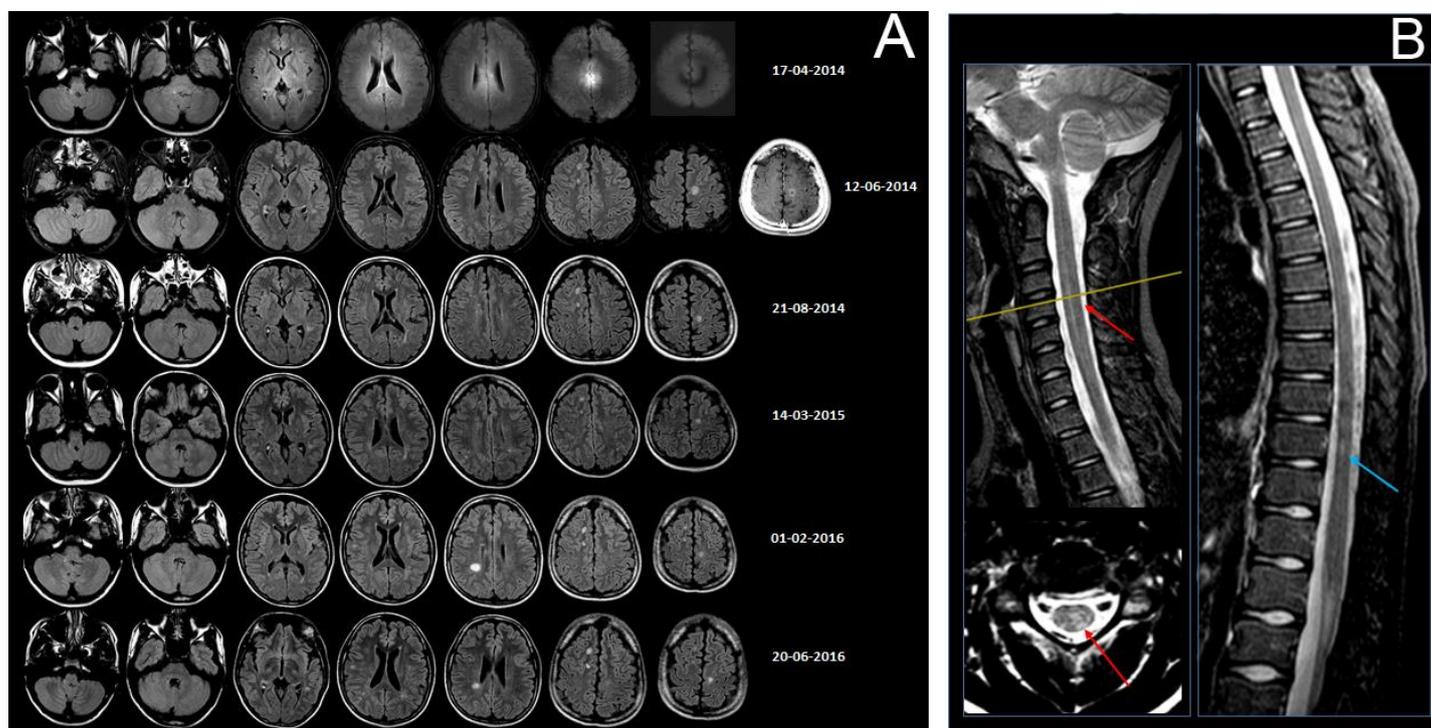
RM de paciente com Esclerose Múltipla.
